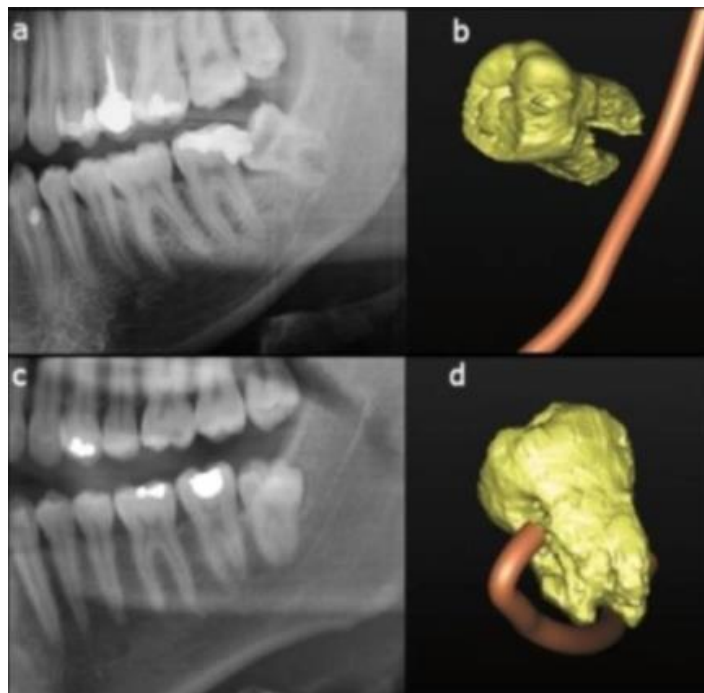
Extraction planifiée avec CBCT: Images de deux troisièmesmolaires sur l 'OPT et le CBCT.
